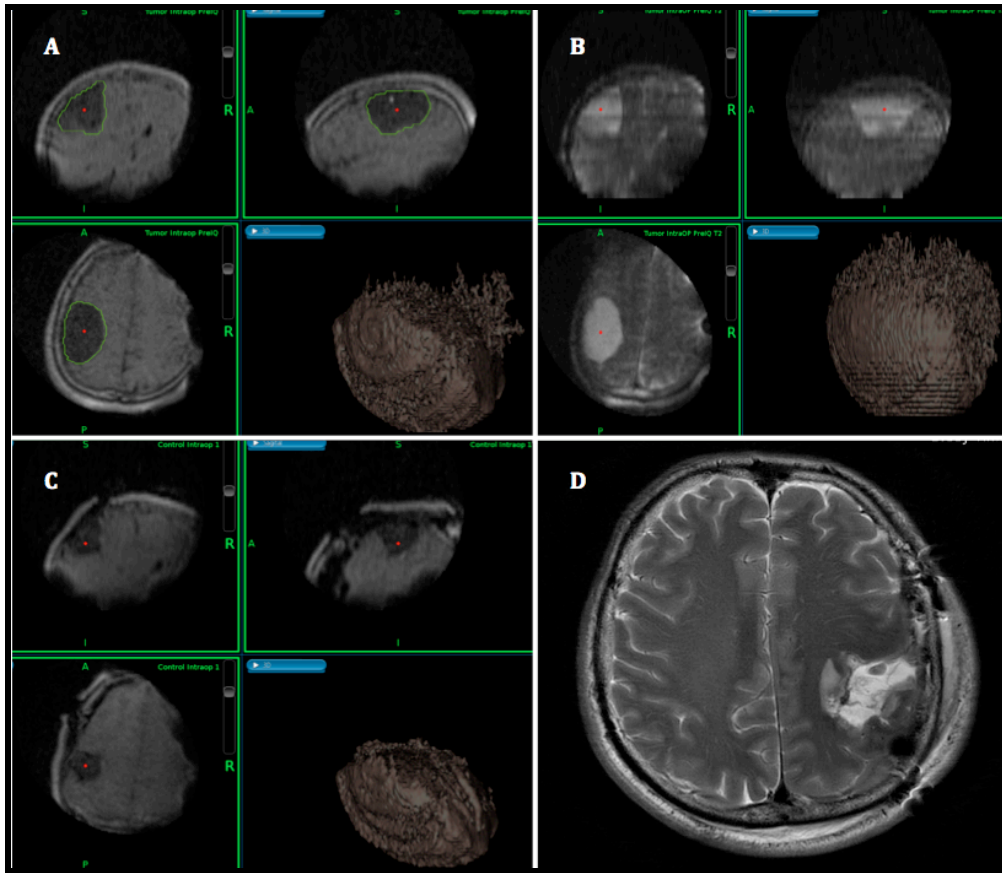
Varón de 47 años con oligodendroglioma Grado II (OMS) parietal izquierdo intervenido mediante craneotomía con paciente despierto y mapeo del lenguaje. (A) Reconstrucción multiplanar de la imagen intraoperatoria potenciada en T1 sin administración de contraste, (B) Secuencia T2; (C) Control postquirúrgico intraoperatorio en T1 FLAIR; (D) Control postquirúrgico precoz potenciada en T2.
